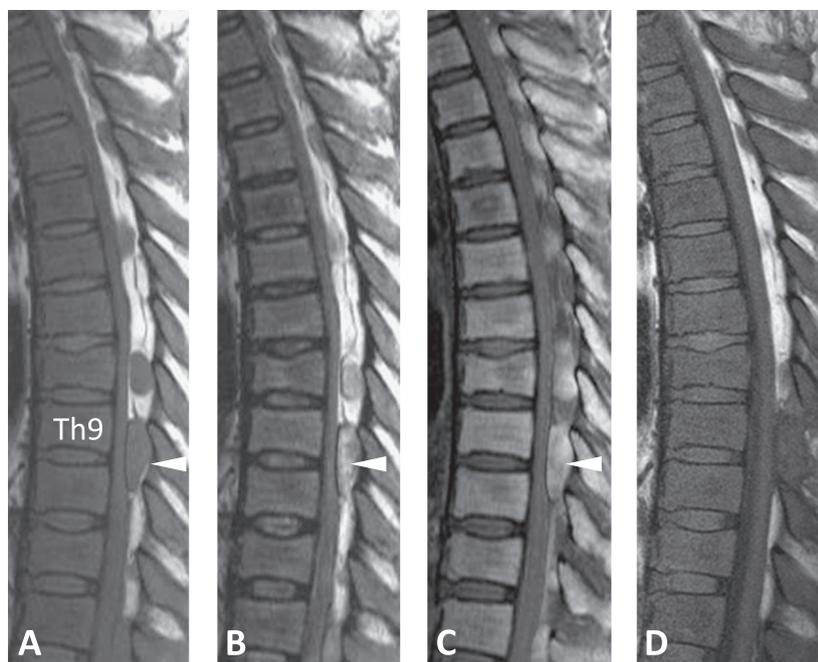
Sagittal MRI of the thoracic spine.
